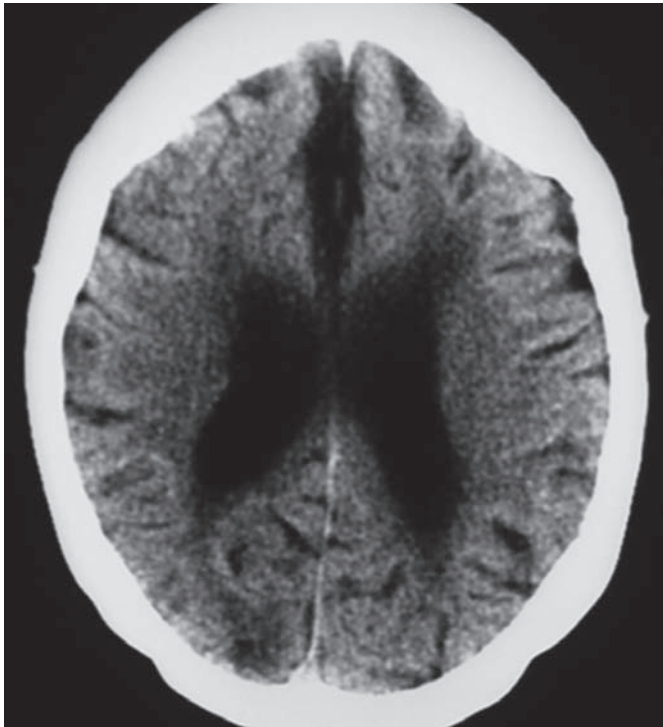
Leucoaraiosis. Mujer de 93 años de edad. TC, imagen axial simple del cráneo. Ensanchamiento del sistema ventricular, de la cisura interhemisférica y de algunos surcos en ambos lados de la convexidad cerebral, asociado con reducción en la amplitud y en la densidad de la sustancia blanca a nivel de los centros semioviales.
